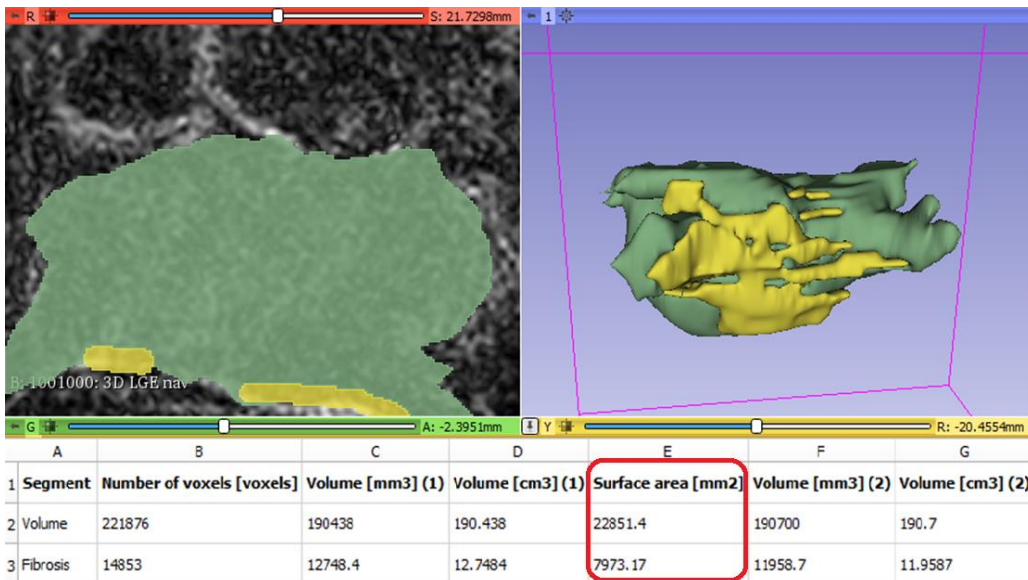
Объемная реконструкция левого предсердия на основании данных магнитно-резонансной томографии с использованием программного обеспечения Slicer3D. Красным контуром выделена общая площадь левого предсердия (22851,4) и площадь областей накопления гадолинийсодержащего контрастного препарата (7973,17).
